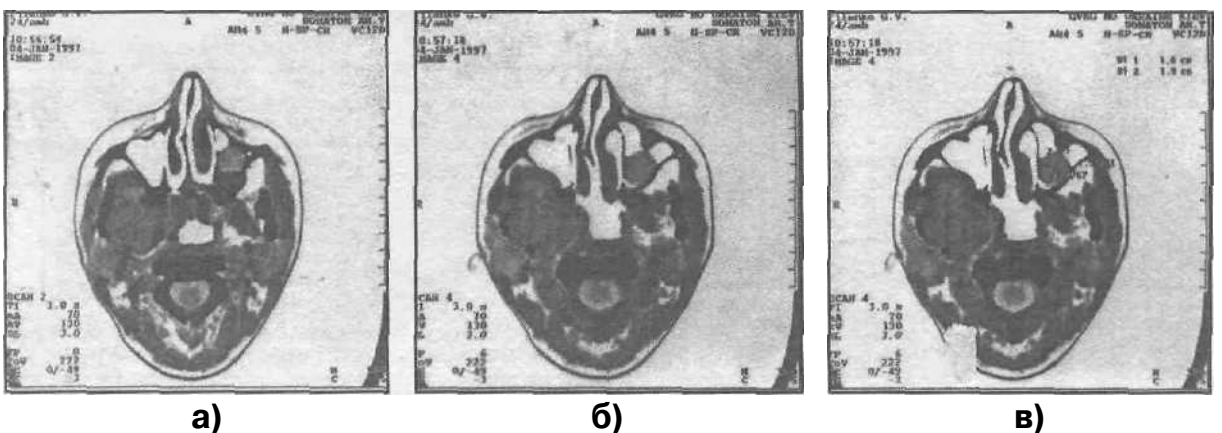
Компьютерная томограмма больного с радикулярной кистой верхней челюсти (томограмма сделана на разных уровнях — а, б, в).
